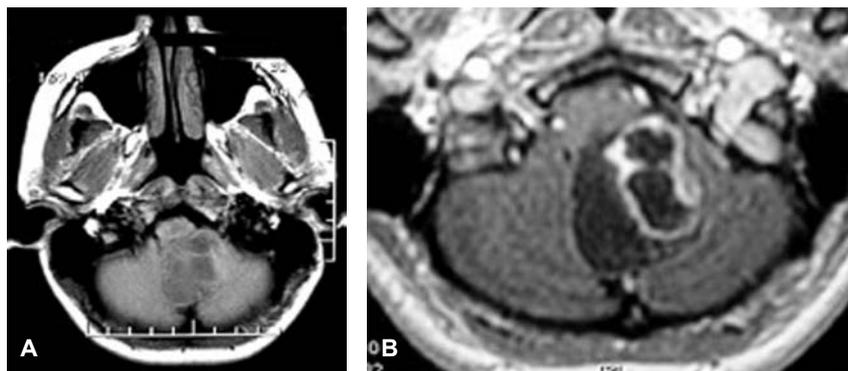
A) y B). Estudio de RM axial en fase simple y con contraste endovenoso, se identifica la lesión heterogénea hipointensa de características sólidas, que muestra reforzamiento en anillo de algunas de las lesiones más laterales.
